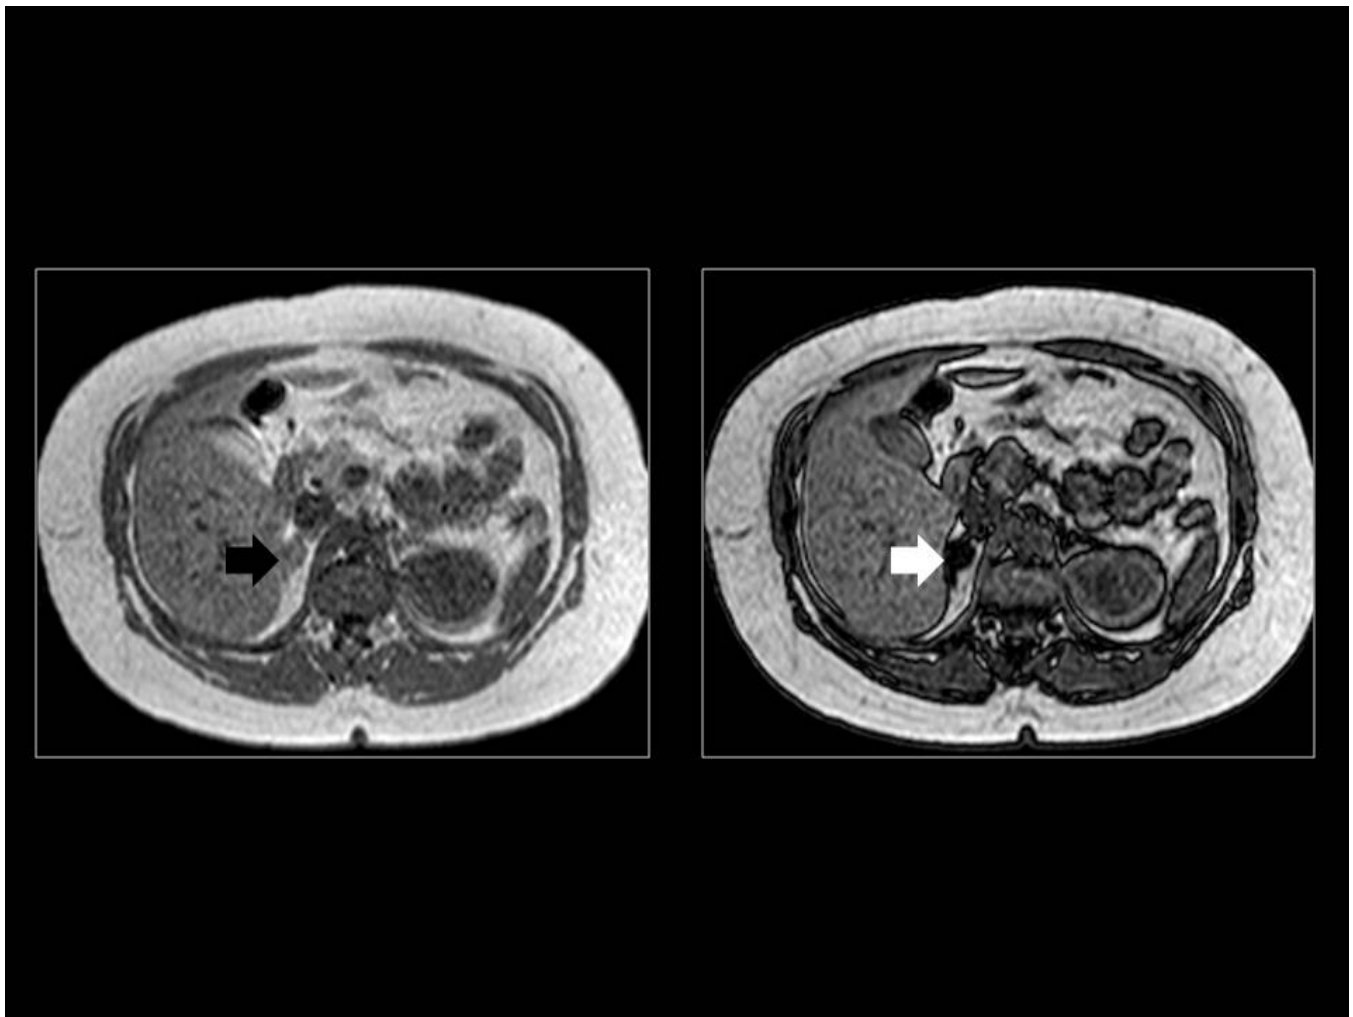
ADENOMA. RM que muestra un adenoma suprarrenal isointenso en secuencias en fase (flecha negra) que indica grasa microscópica muy típico de los adenomas.
